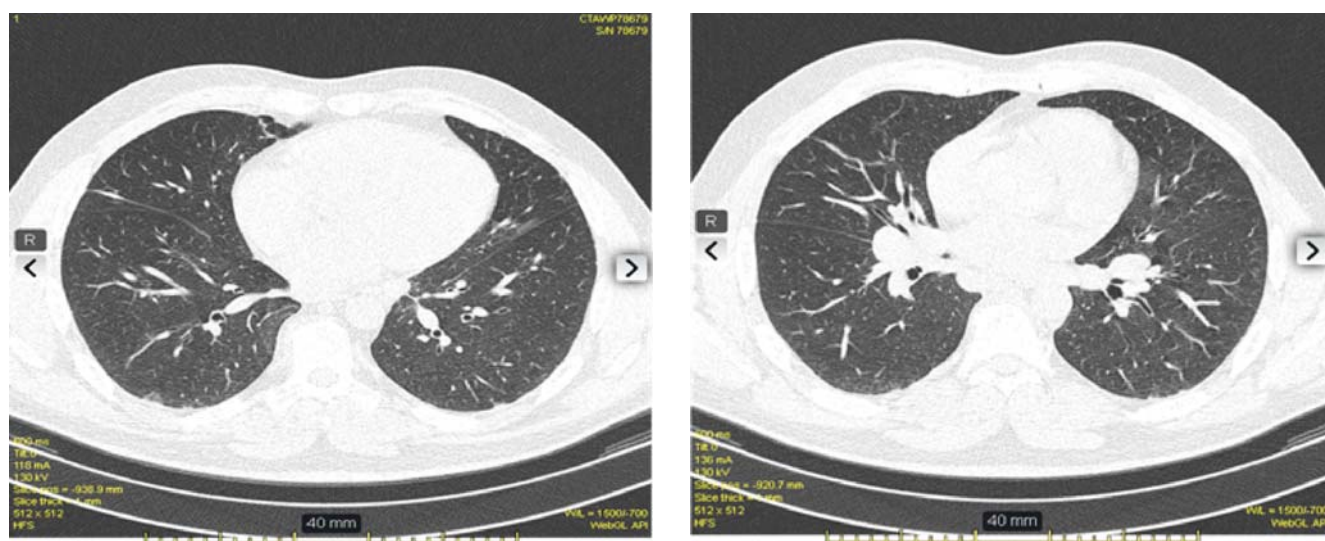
МСКТ органов грудной клетки, пациент А., 44г. 10.01.2017г.
